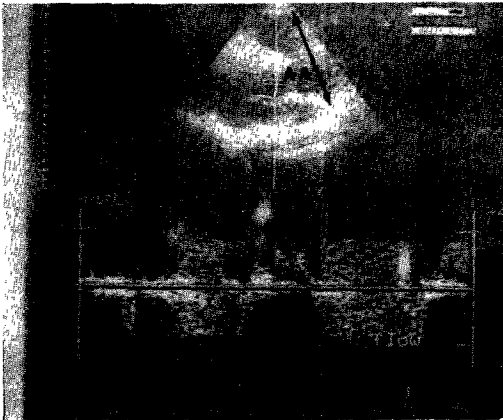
1 year ago, dilated ascending aorta (AA) measuring diameter of 10.0cm, and aortic regurgitation (AR) flow on doppler.
